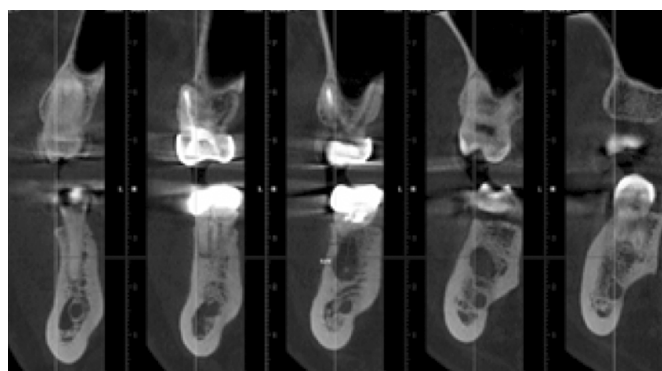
2В. Срез КТ в области зуба 4.6. Визуализируется очаг деструкции в области бифуркации и под корнями зуба размером 8,88 x 5,06 мм.
